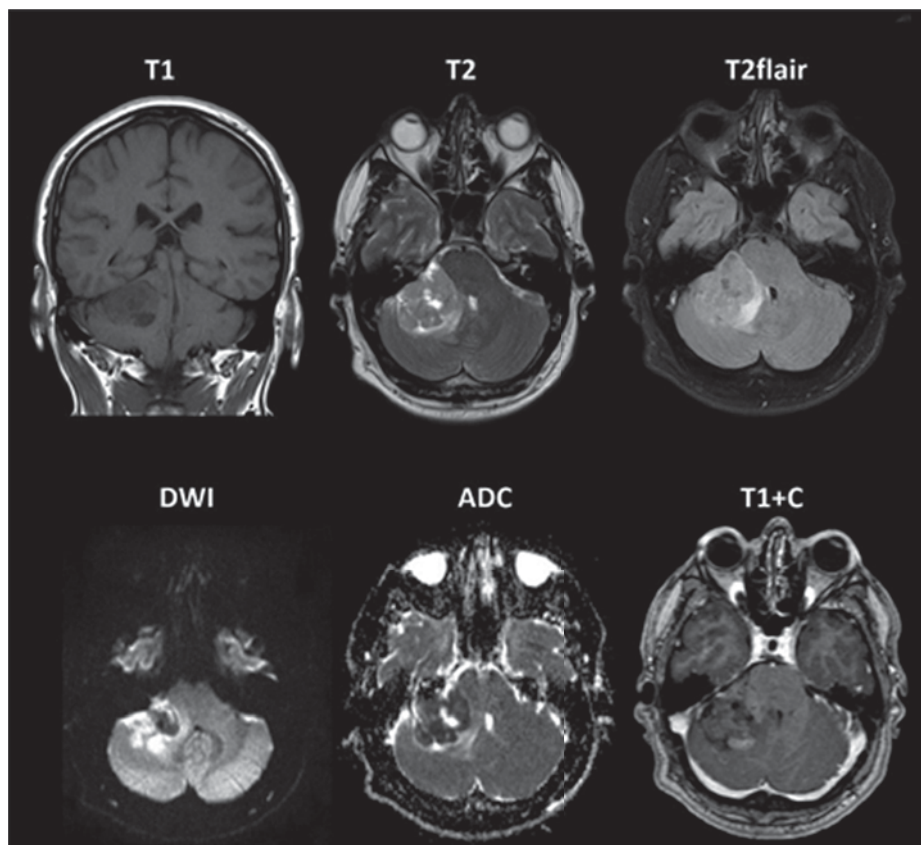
МРТ головного мозга пациента с медуллобластомой, аксиальные и коронарные изображения. Опухоль в правом мостомозжечковом углу с выраженным ограничением диффузии, окруженная зоной умеренного отека. Постконтрастные серии T_1 демонстрируют слабовыраженное накопление контрастного препарата
